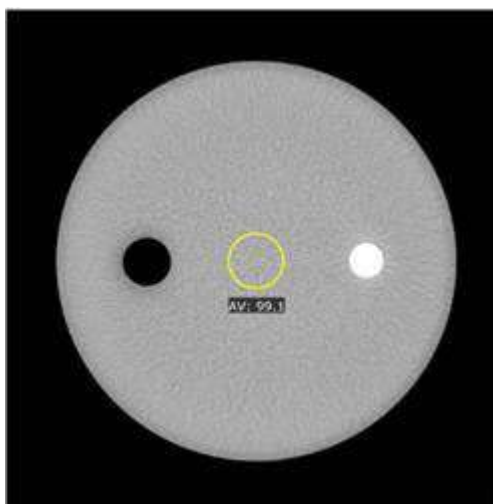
Измерение КТ-значения фантома тела по протоколу Body STD-QA
